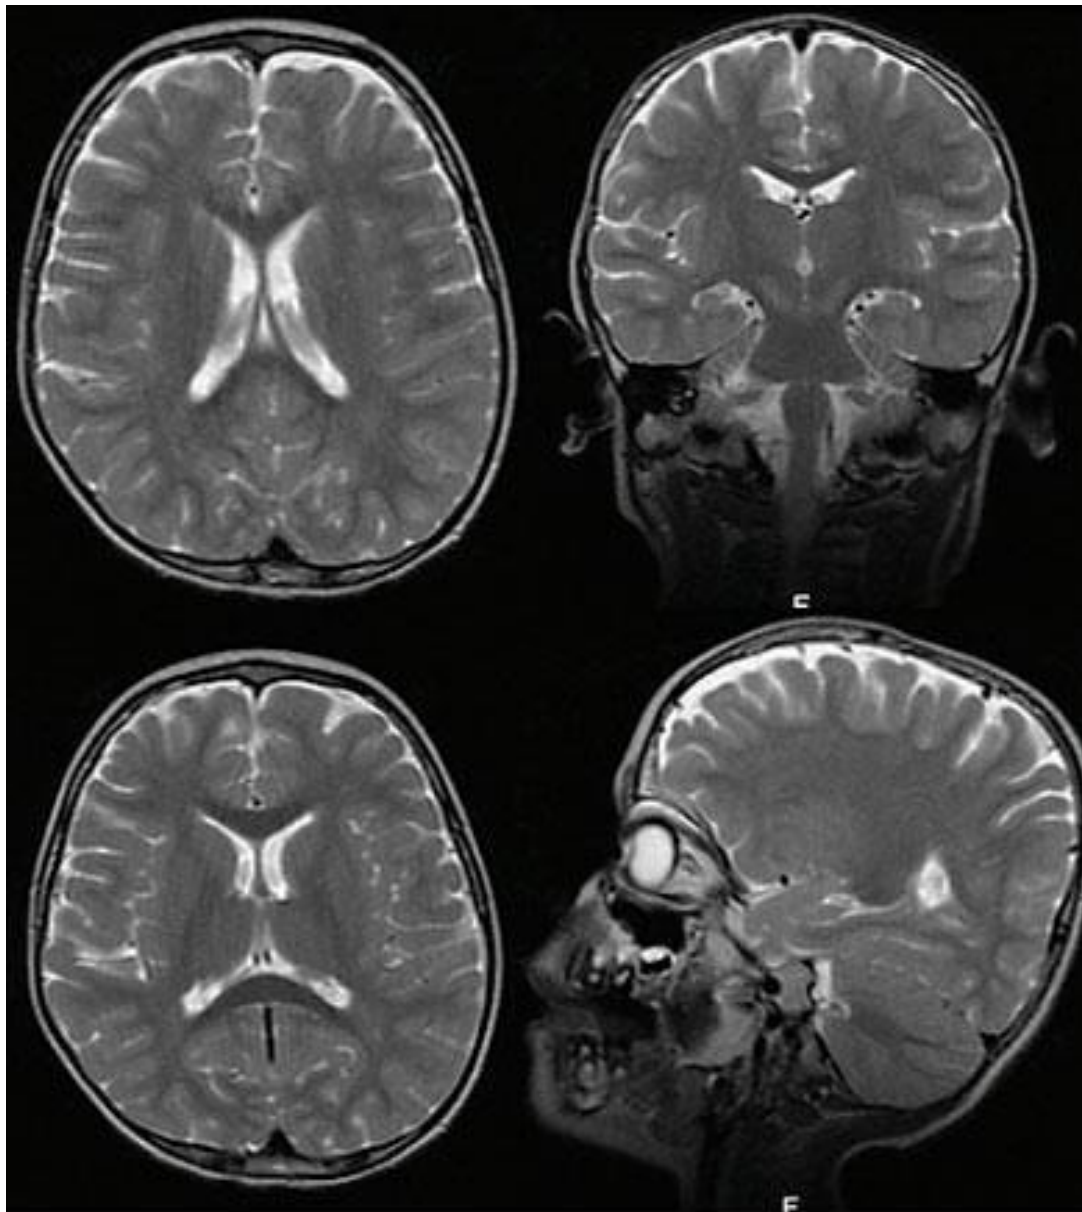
МРТ головного мозга: легкая внутренняя и умеренно выраженная наружная гидроцефалия
